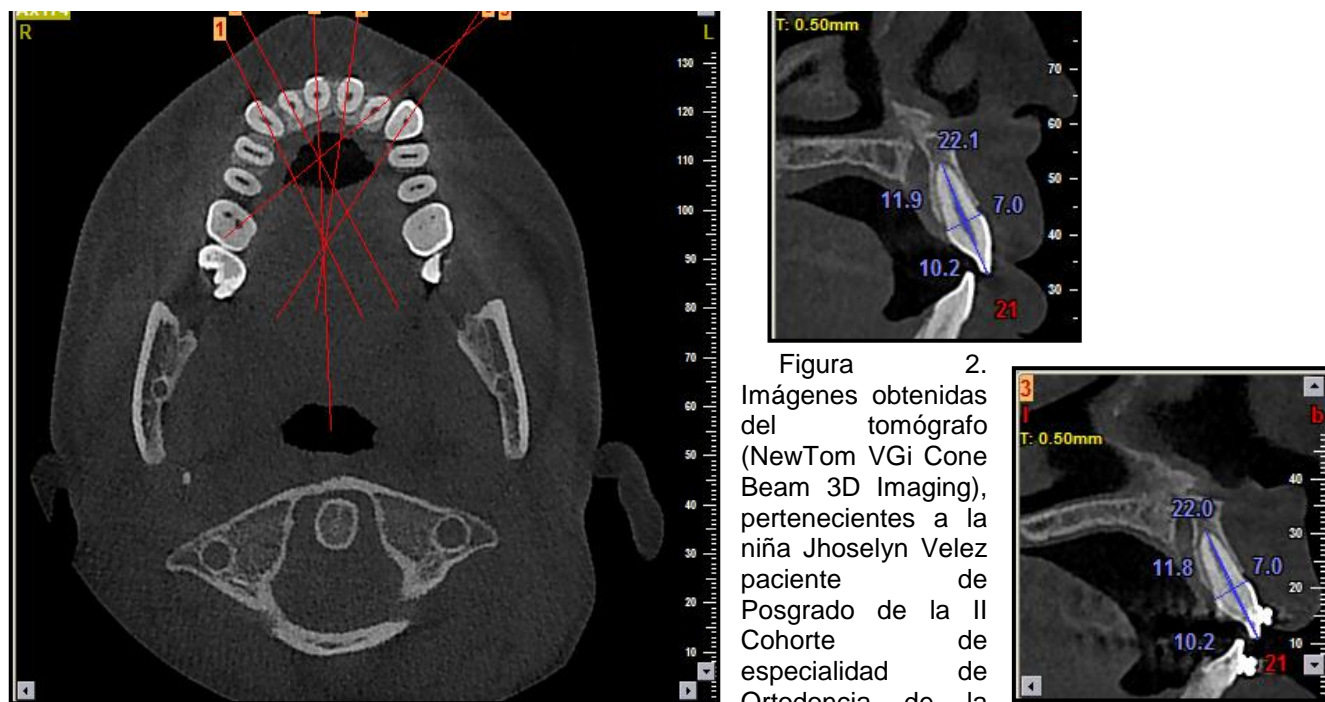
Imágenes obtenidas del tomógrafo (NewTom VGi Cone Beam 3D Imaging), pertenecientes a la niña Jhoselyn Velez paciente de Posgrado de la II Cohorte de especialidad de Ortodoncia de la Universidad de Cuenca. A, Imagen Axial. B, Imagen sagital de pieza dental 21 antes de iniciar el tratamiento de Ortodoncia. C, Imagen sagital Pieza 21 después de 6 meses iniciado el tratamiento de Ortodoncia.
